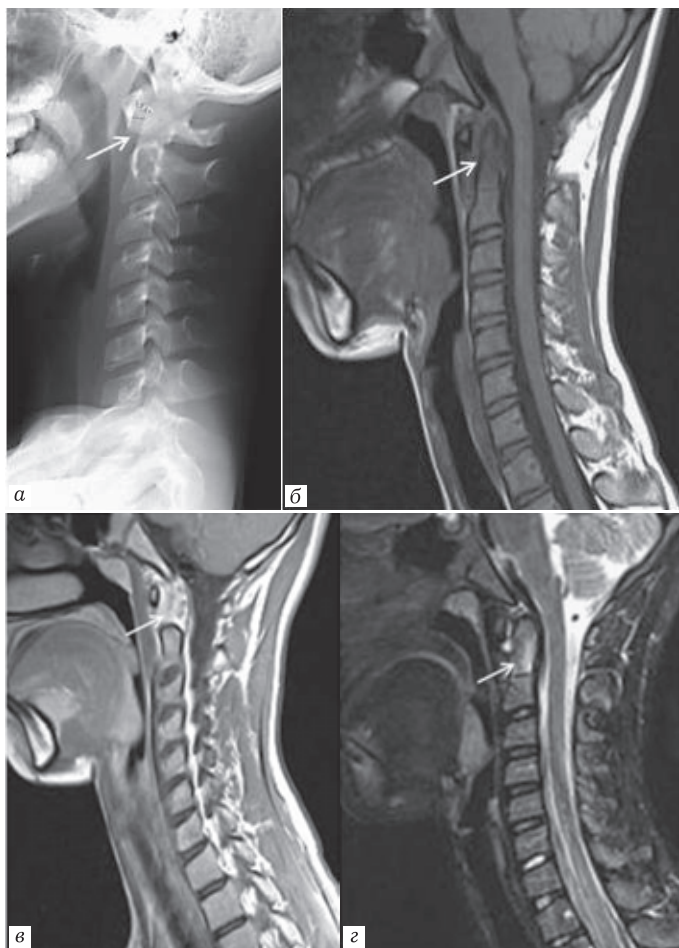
Ребенок 12 лет. Проявления активного воспаления, пациент с ювенильным идиопатическим артритом: *а* — рентгенограмма шейного отдела позвоночника — подвывихи C_1 – C_2 ; *б*, *в* — сагиттальная плоскость T1-ВИ до и после внутривенного контрастирования — накопление парамагнетика синовиальной оболочкой C_1 – C_2 ; *г* — T2 Fat Sat — отек костного мозга зубовидного отростка
